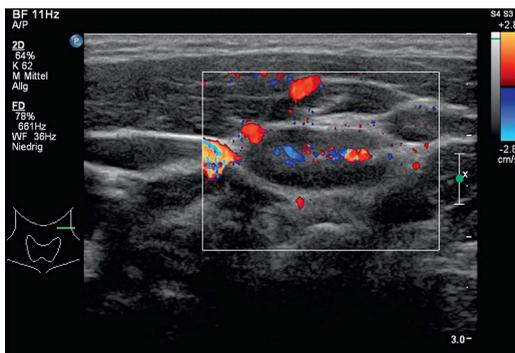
Doppler: Benigner Lymphknoten [T862]
